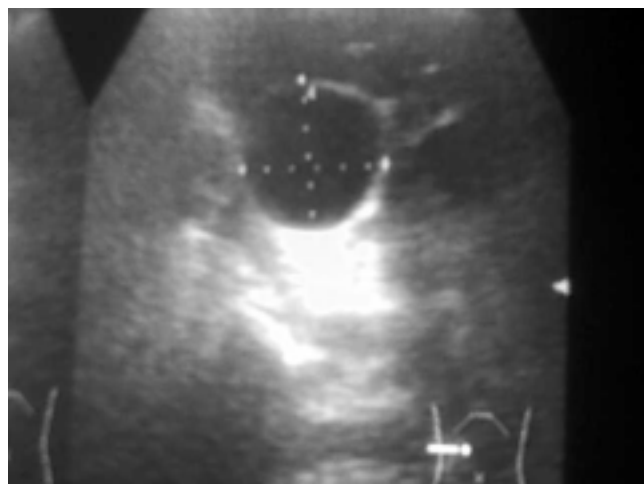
USG mostrando lesión de aspecto quístico anecoica la cual abarca los cuadrantes superiores.
